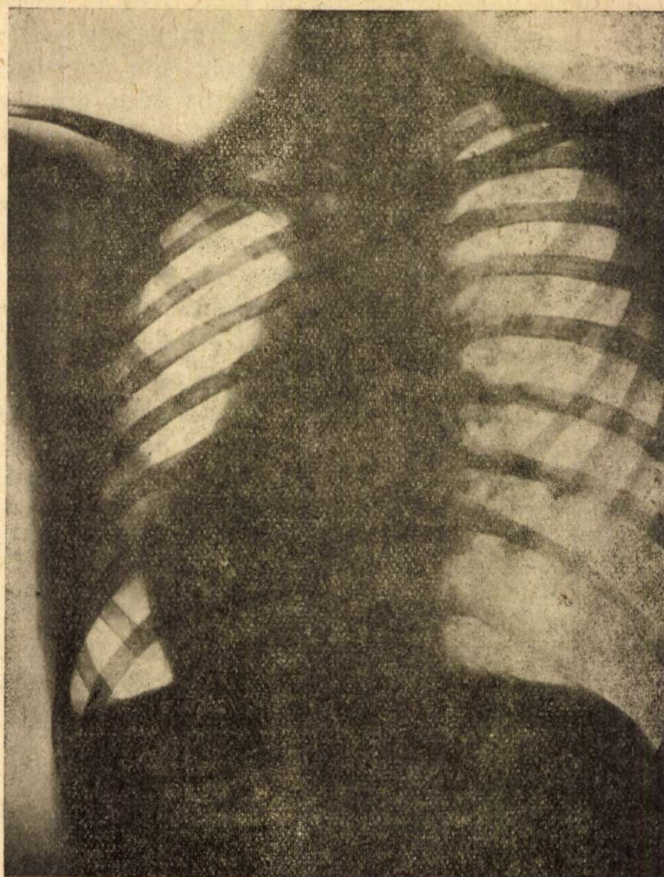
Aspect radiografic în 1942.
